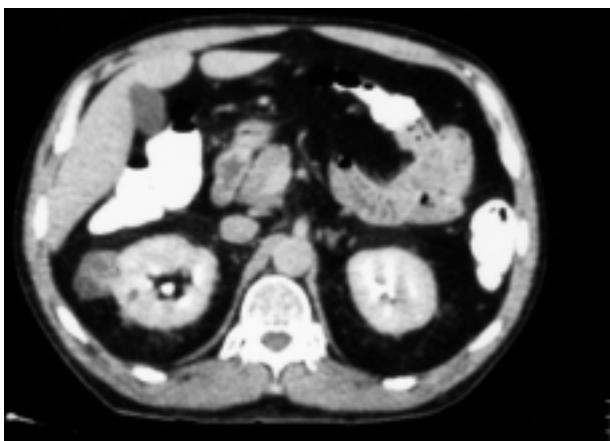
TC masa exofítica heterogénea a nivel del riñón derecho.
